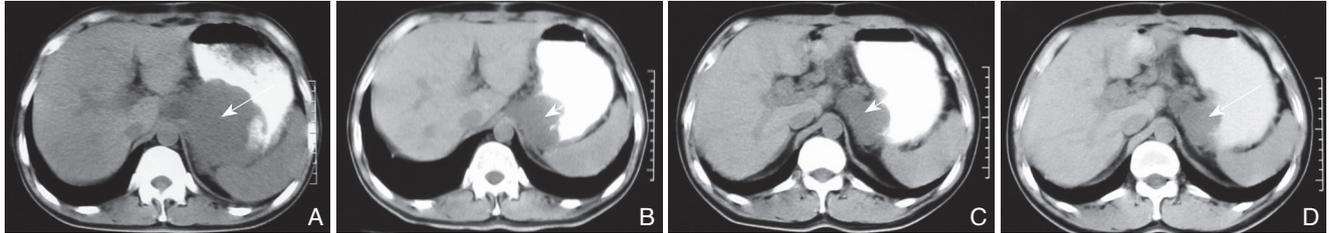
患者影像学资料 A: 术前 CT 示贲门区巨大囊实性包块, 约 11 cm × 8 cm × 5 cm 大小; B: 伊马替尼治疗 1 个月后, CT 示胃底贲门区 6 cm × 5 cm × 4 cm 大小的囊实性肿块; C: 伊马替尼治疗 5 个月后, CT 示胃底贲门区软组织密度肿块影, 约 4 cm × 3 cm × 2 cm 大小; D: 伊马替尼治疗 8 个月后, CT 示胃底贲门区 4 cm × 3 cm × 2 cm 大小的软组织密度肿块影, 与周围组织界限清楚
